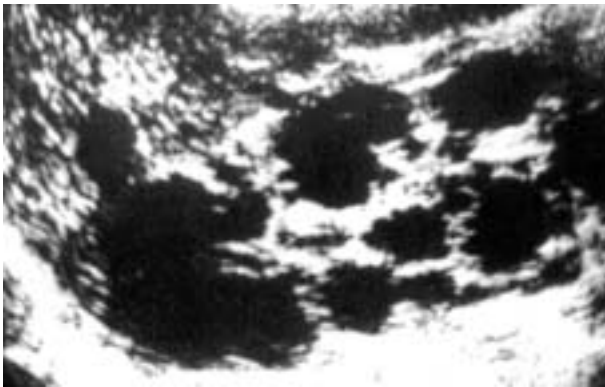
Ultrasonido renal revela riñón derecho con hiperecogenicidad difusa y poca diferenciación corticomedular, con quistes (túbulos colectores corticales dilatados), orientados radialmente de médula a corteza. (Amplificado x 4).
